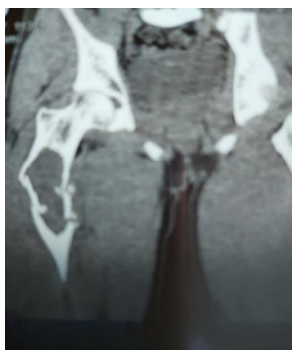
Imagine TC la același pacient în 2023, fractură patologică de femur
